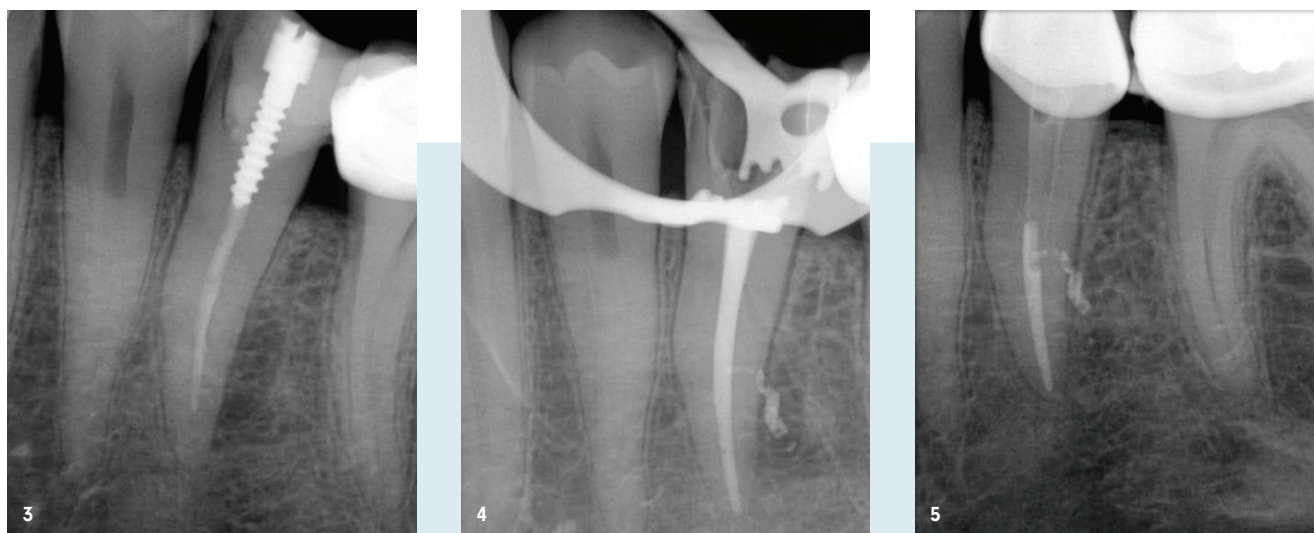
Präoperatives Röntgenbild Zahn 35, Fall 1. Eine unvollständige endodontische Obturation und ein Metallstift sind sichtbar. Radiotransparente Läsion als periapikale Parodontitis ist seitlich an der distalen Seite der Wurzel zu erkennen. – Abb. 4: Postoperatives Röntgenbild Zahn 35 (mit noch auf Zahn befindlichem Kofferdam). Vollständige und kompakte Füllung des endodontischen Raums mit der Füllung eines seitlichen Kanals und einer kleinen Extrusion von Sealer durch diesen hindurch an der Stelle der seitlichen radiotransparenten Läsion. – Abb. 5: Kontrollaufnahme nach zwölf Monaten. Abheilung der lateralen radiotransparenten Läsion.
